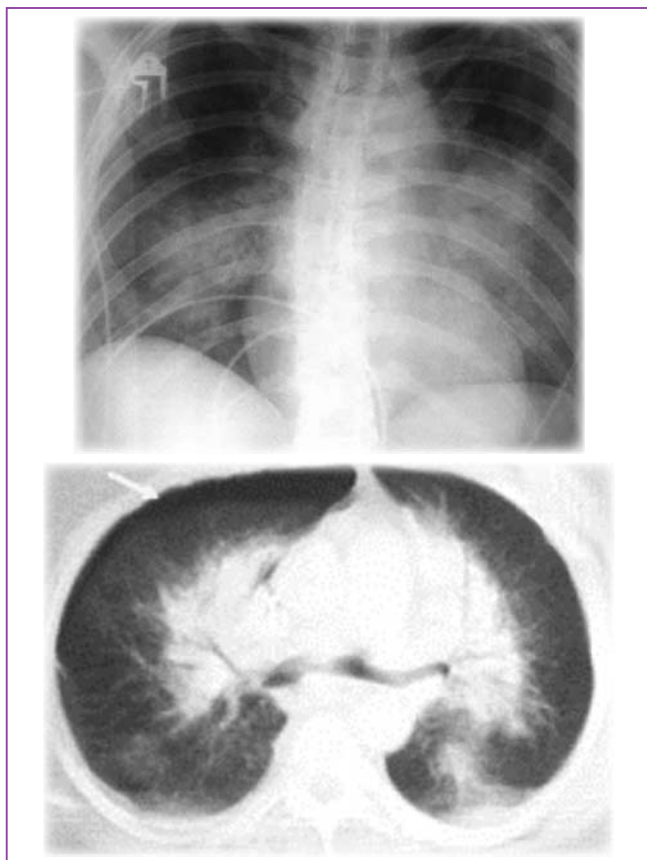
Images radiologique et tomodensitométrique de blast (noter aussi le pneumothorax antérieur sur la TDM). D'après [34]
